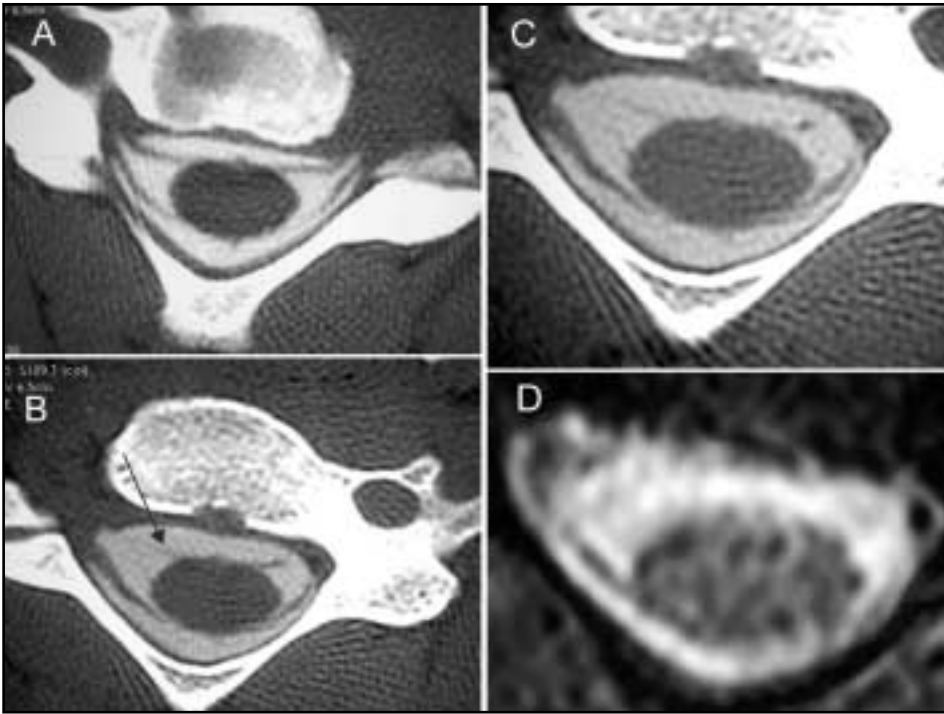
TC-mielografía. Avulsión ramo anterior A) Plano axial a nivel C4-C5 con cortes de espesor de 2 mm muestra el trayecto normal de las raíces o ramos anteriores y posteriores desde el cordón medular hasta el agujero de conjunción. B) El plano inferior muestra la avulsión aislada del ramo anterior derecho con un pequeño muñón o fragmento proximal residual (flecha). C-D) La comparación con la imagen de RM del mismo paciente muestra una menor resolución de contraste y de resolución espacial.
